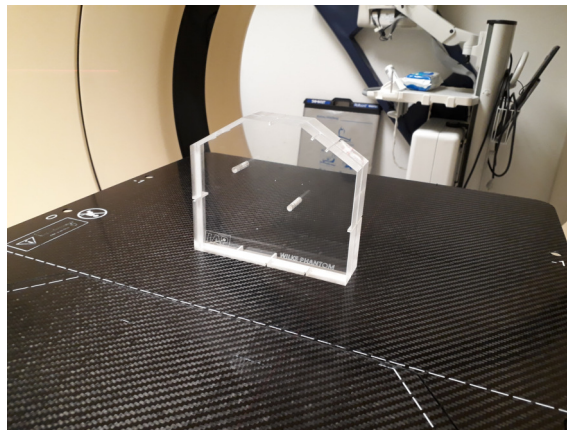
Das Wilke-Phantom wird zur Überprüfung der korrekten Isozentrumsanzeige des CT-Lasers genutzt.
